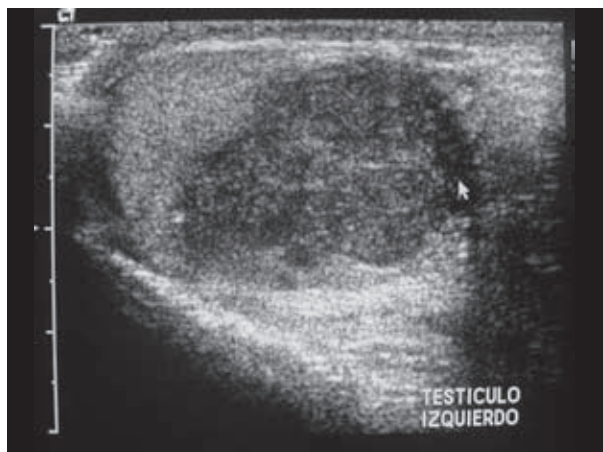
Ultrasonografía que muestra lesión hipoeoica en el polo inferior del testículo.
